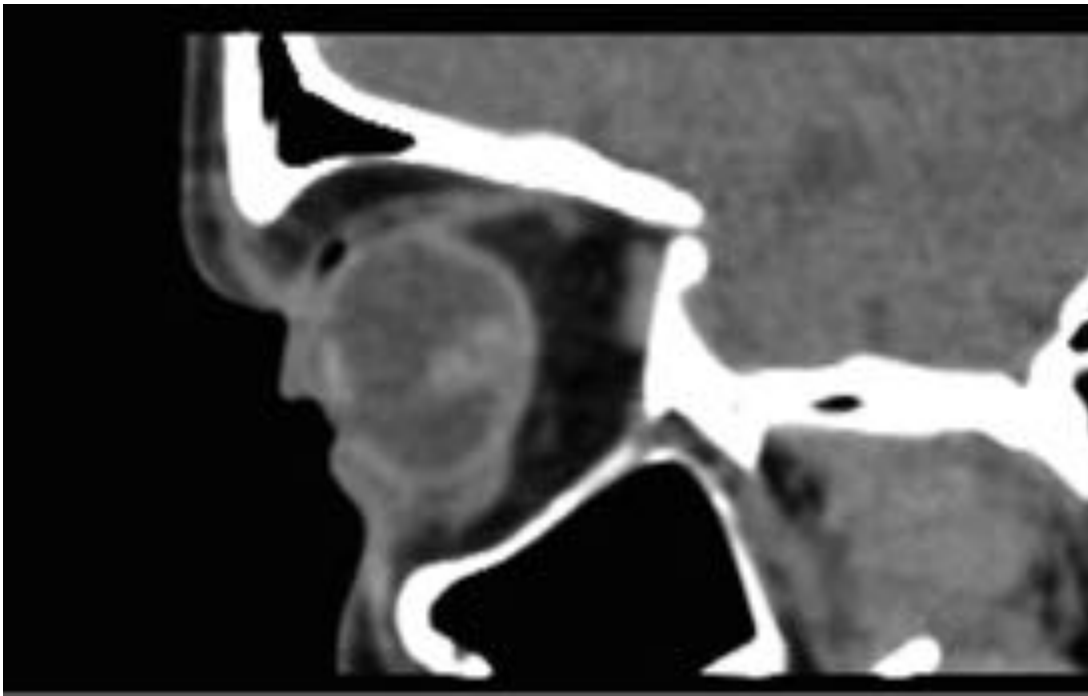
ESTALLIDO OCULAR. Corte sagital de estudio de TC sin contraste en el que se aprecian los hallazgos ya referidos previamente. El nervio óptico y la musculatura oculomotora se objetivaron sin hallazgos de significación. Grasa intra y extraconal de densidad homogénea.
